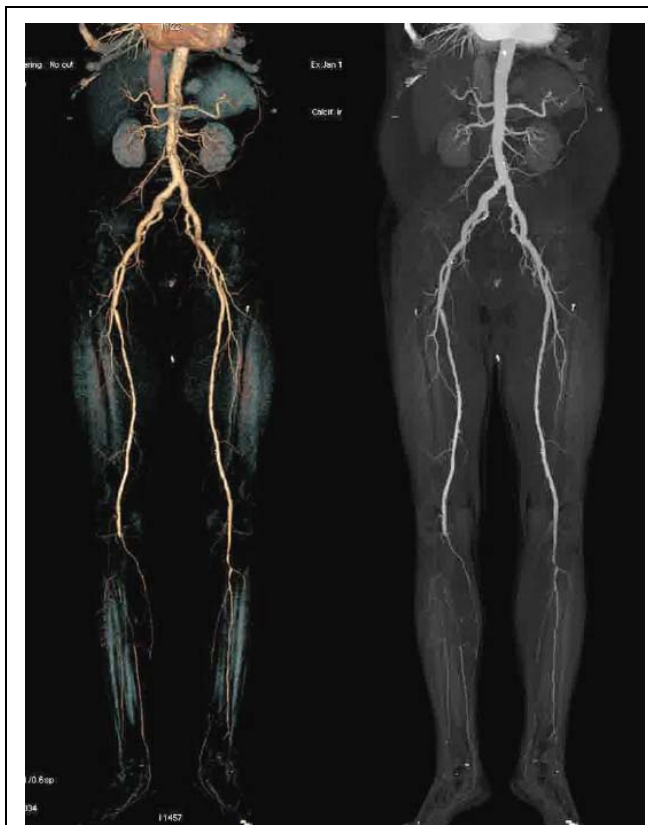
КТ-ангиография брюшной аорты и артерий нижних конечностей у 66-летнего пациента с сахарным диабетом 2 типа и нарушением функции почек.
